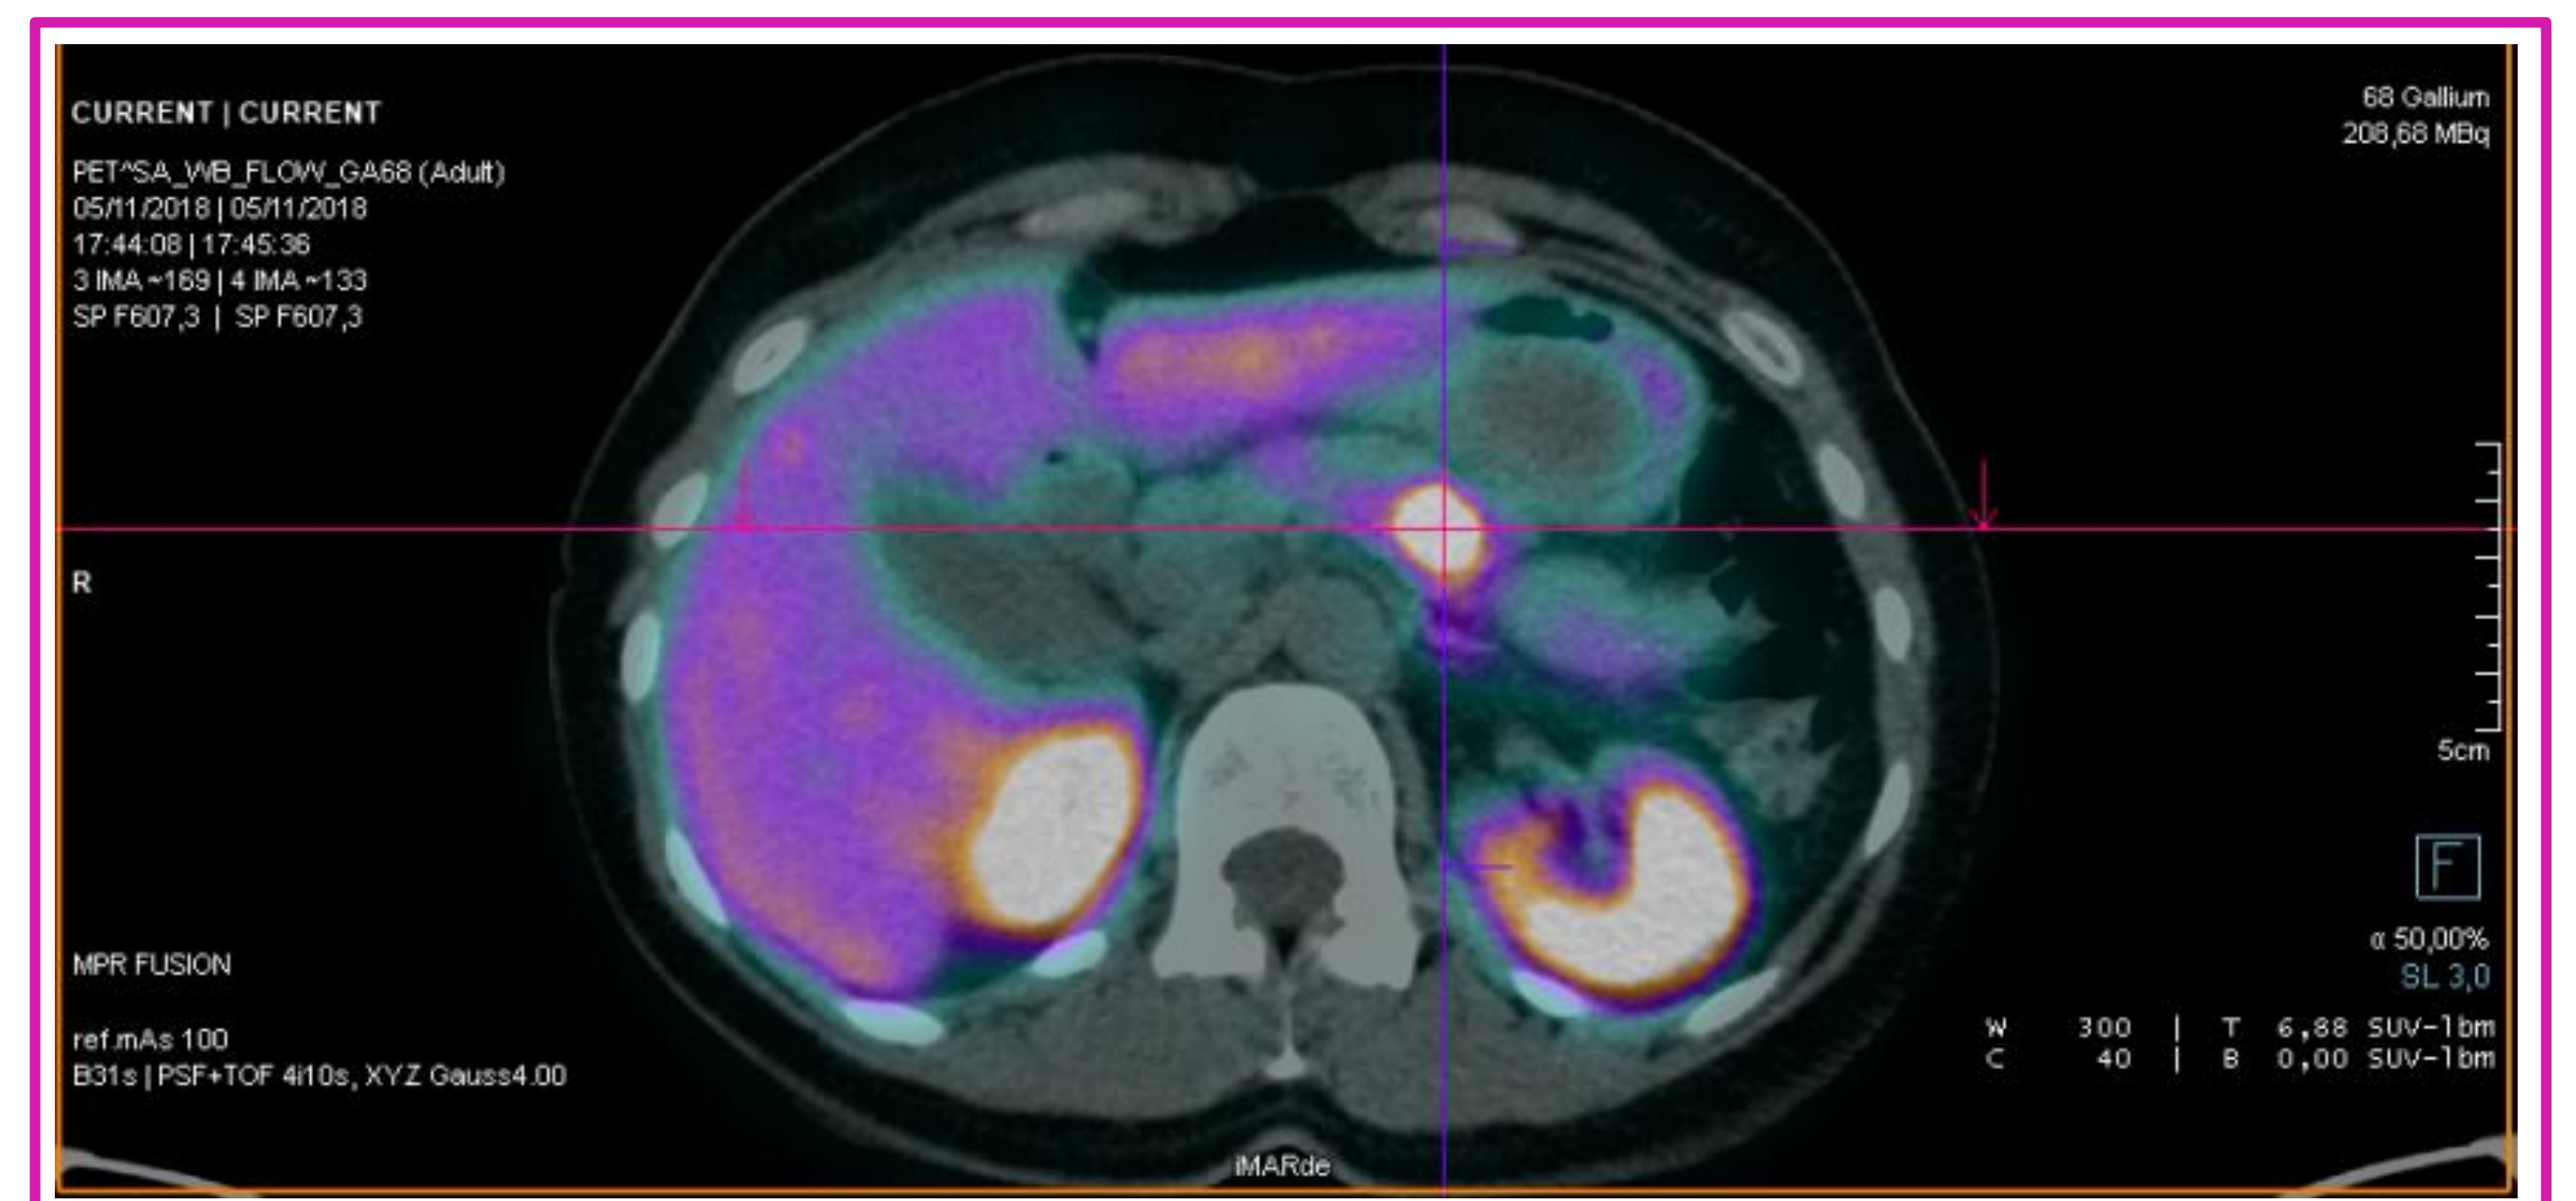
68Ga-DOTATOC PET/TC che evidenzia lesione pancreatica
